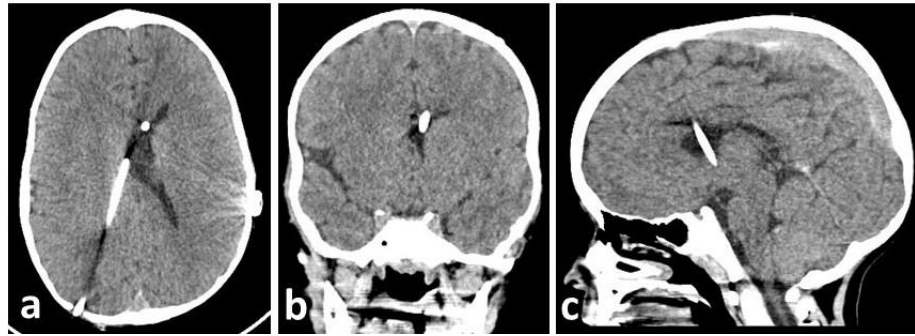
МСКТ головного мозга пациента Б на 3-х проекциях до операции. На a,b,c- изображениях визуализируются щелевидные, асимметричные желудочки головного мозга, а также вентрикулярные концы двух ВПШ, установленные в передний и задние рога боковых желудочков
